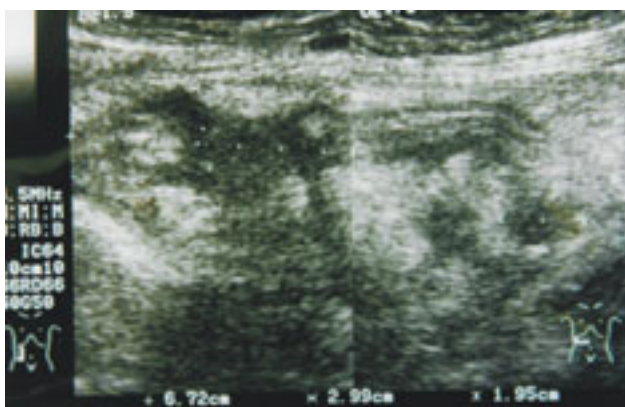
Ultrasonido de hueco pélvico que muestra, en fosa iliaca derecha, una masa irregular de ecogenicidad heterogénea, bordes mal definidos, que sugieren tumoración y/o absceso en topografía de apéndice cecal.
